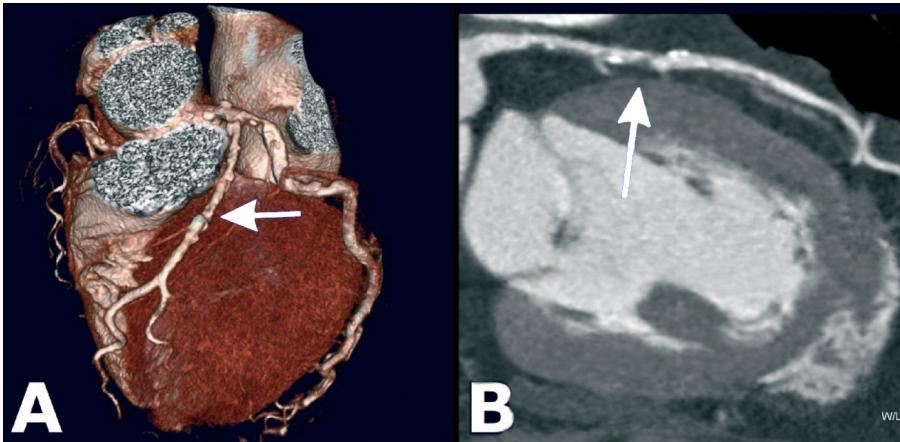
Lesión coronaria en arteria descendente anterior diagnosticada con tomografía computarizada. La flecha señala una placa arteriosclerosa en la reconstrucción volumétrica (A) y en la reconstrucción multiplanar de la luz del vaso (B).
